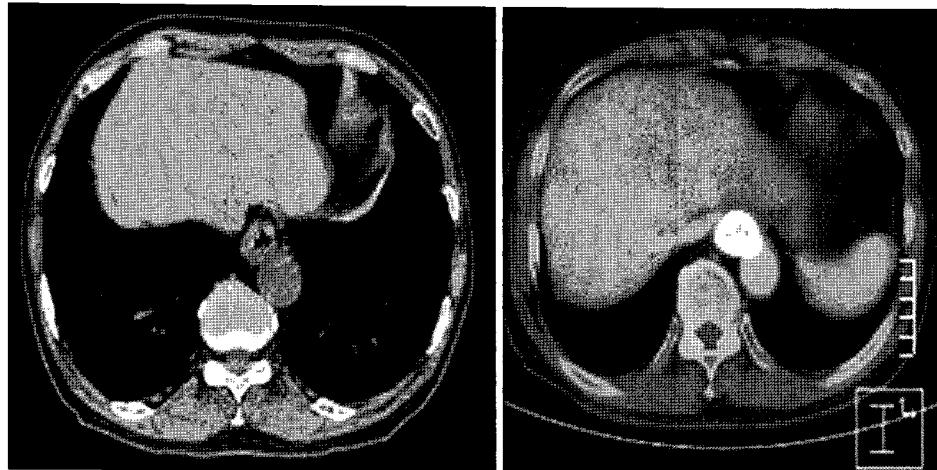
Preoperative CT and PET of the chest shows the tumor originating from the esophagus.
